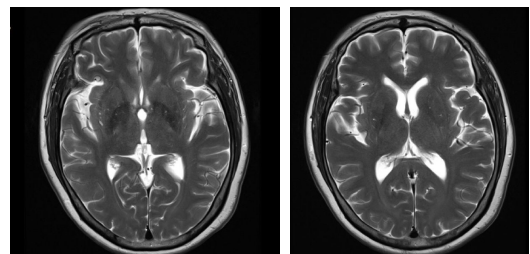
Brain MRI T2 weighted axial images.
